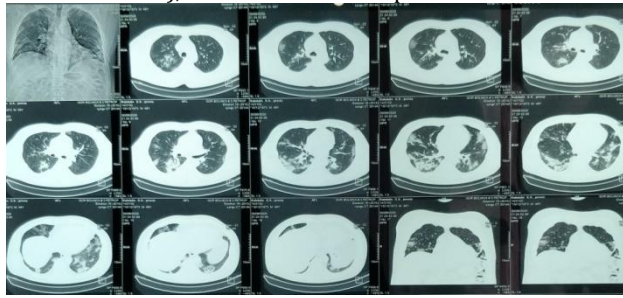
Компьютерная томография ОГК от 30.06.2020 г.
